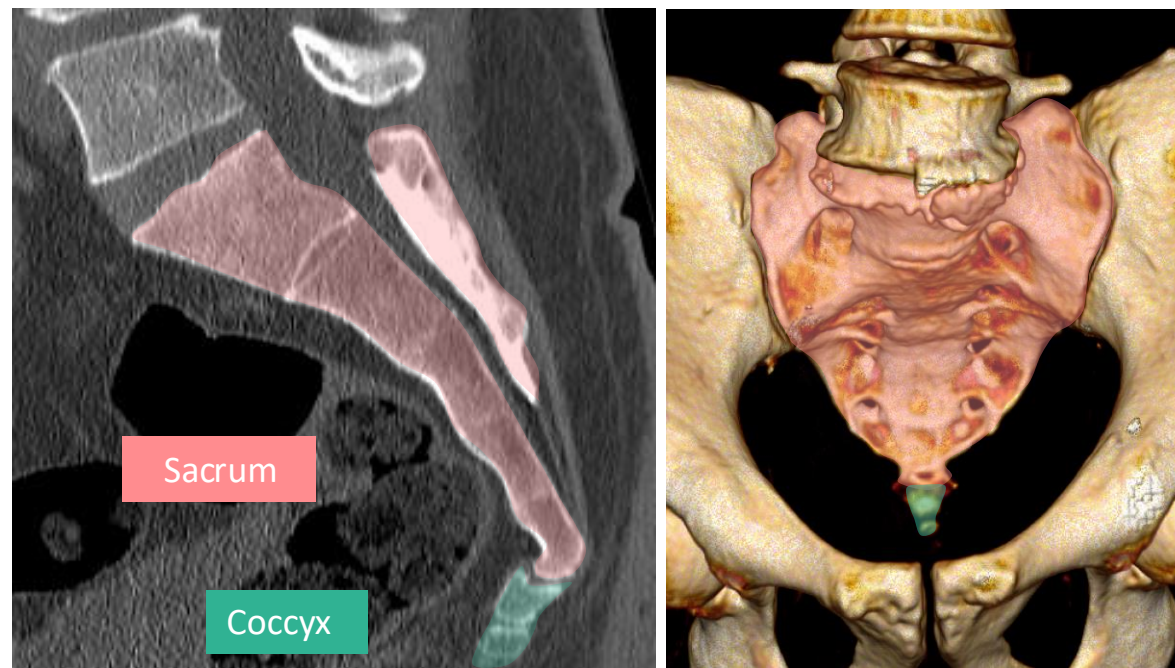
(A) TC, janela óssea, reformatação sagital do sacro e do cóccix. (B) Renderização volumétrica de uma TC, vista anterior.
